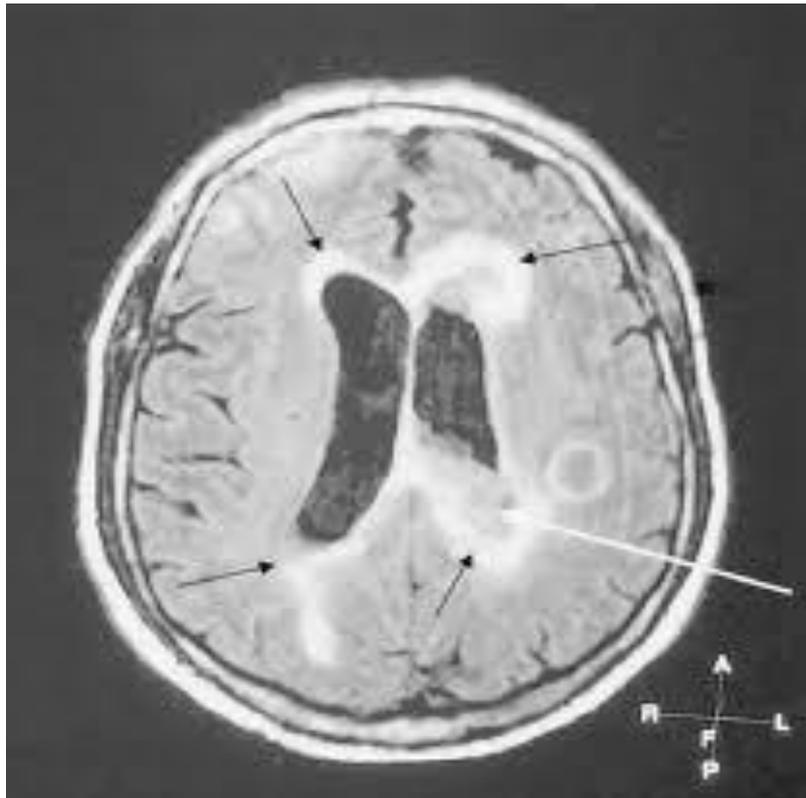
Imagen de Tomografía Computarizada que muestra de color blanco un absceso cerebral.
